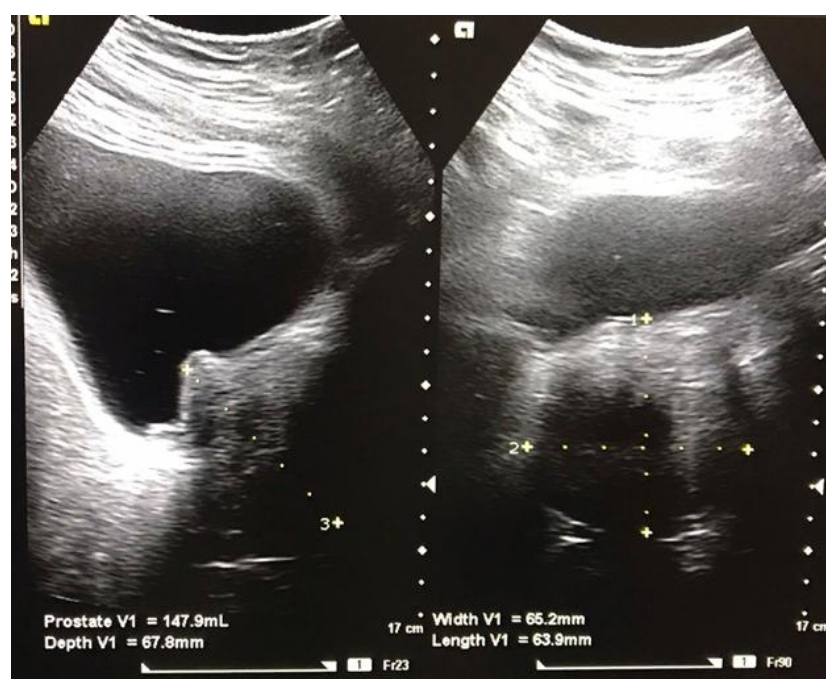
УЗИ предстательной железы
